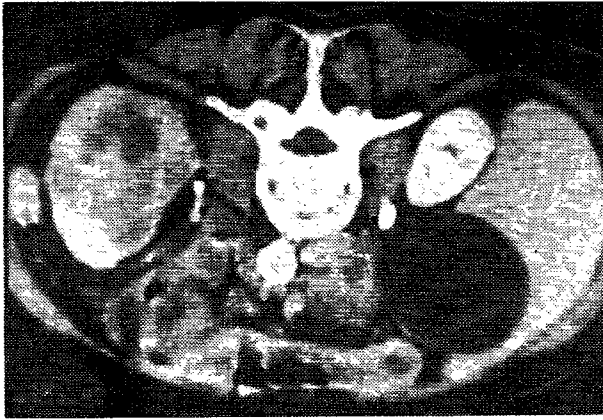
Computer tomografii prin abdomen, la nivele diferite.
